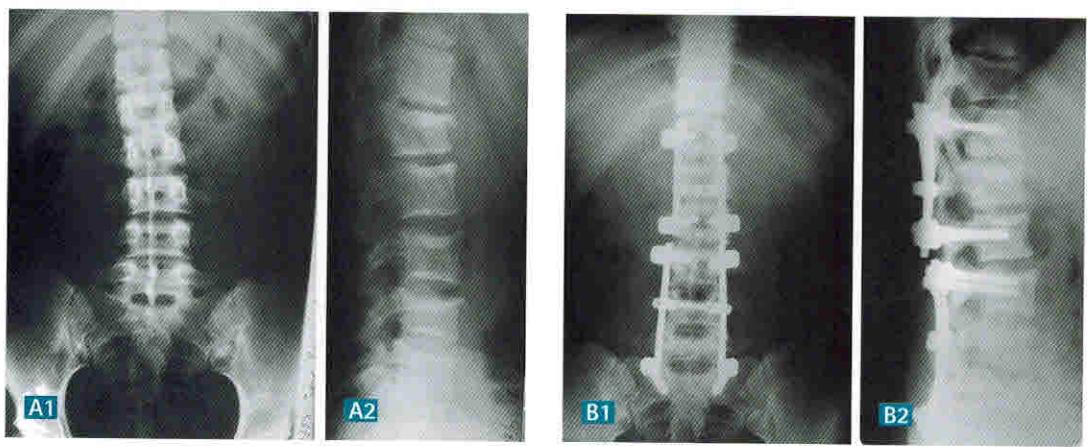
Рентгенограммы пациента С., 16 лет.
